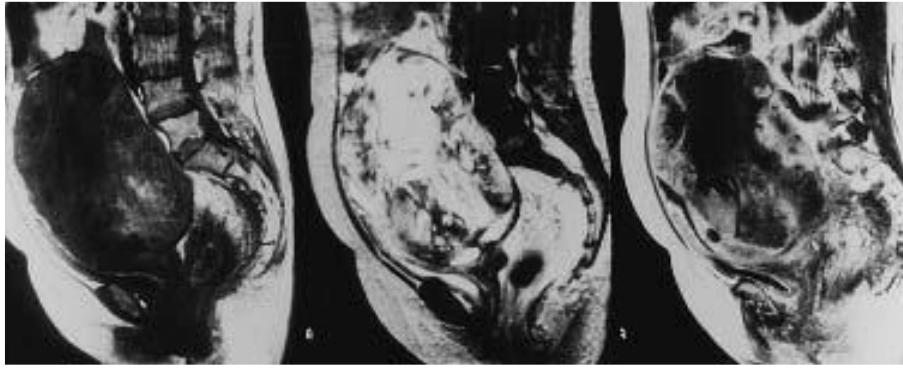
Imágenes de RM de leiomiosarcoma. A) T1; B) T2; C) T1 realizado con Gadolinio a los 60 segundos de su administración. En la imagen T1 se observa una lesión irregular de alta intensidad en la parte caudal y dorsal del tumor, correspondiente a hemorragia y necrosis. La lesión representada como intensidad alta en las imágenes ponderadas en T2 mostraba una intensidad baja en las imágenes ponderadas en T1. La ausencia de realce de contraste en T1 dinámico correspondía a la necrosis con hialinización debido a la isquemia. La lesión tumoral viable se observó en la parte periférica, correspondiente a la lesión que mostraba un realce en la fase inicial casi 60 s después de la administración de gadolinio en las imágenes dinámicas ponderadas en T1.
